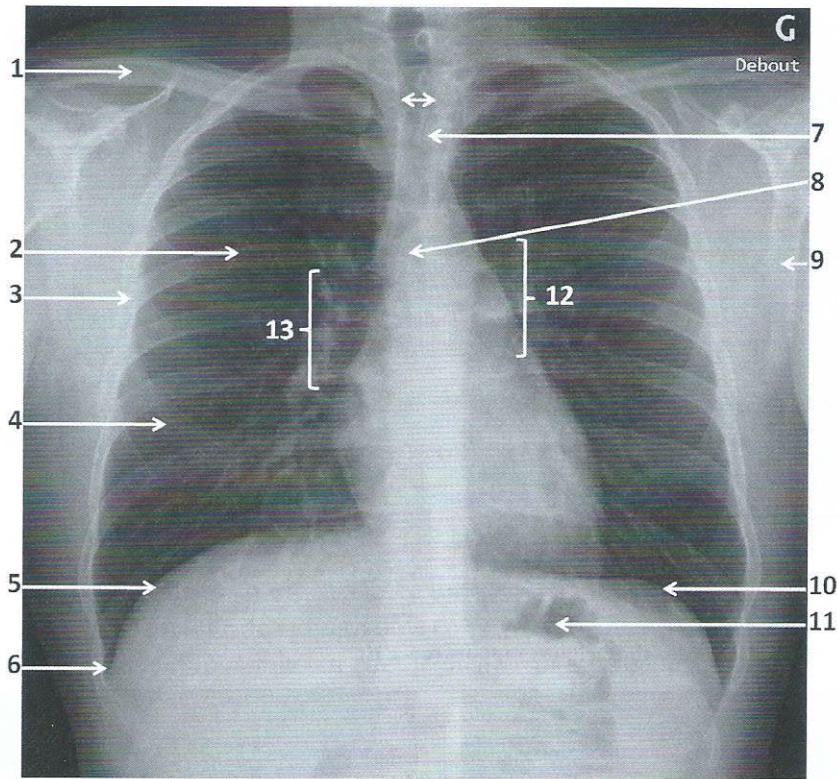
Radiographie de thorax de face
